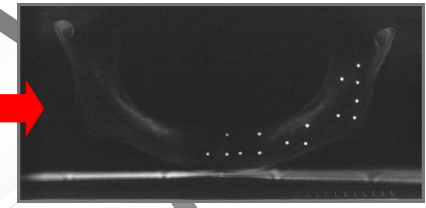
Radiografia panorâmica (esferas na cortical interna)
